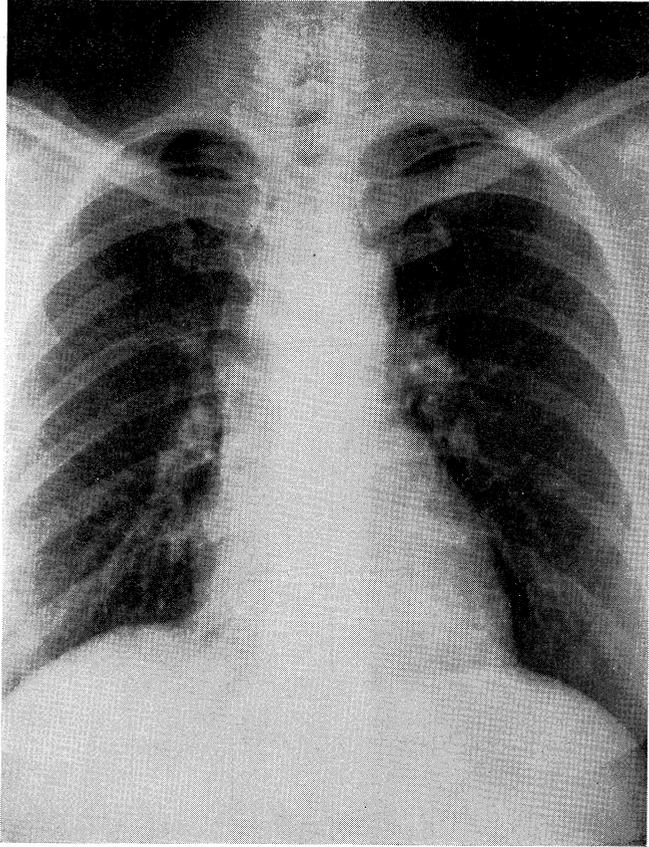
Chest radiograph on admission.
